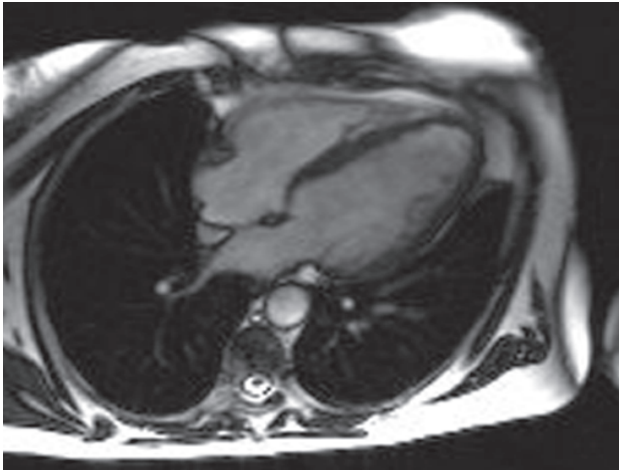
Кино-МРТ, длинная ось левого желудочка, 4-камерная проекция. Виден участок истончения межпредсердной перегородки – овальное окно
